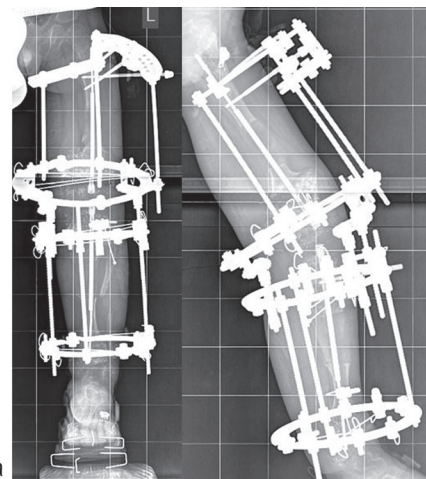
Рентгенограммы в период дистракции: а — 30 дней дистракции, б — 60 дней дистракции
